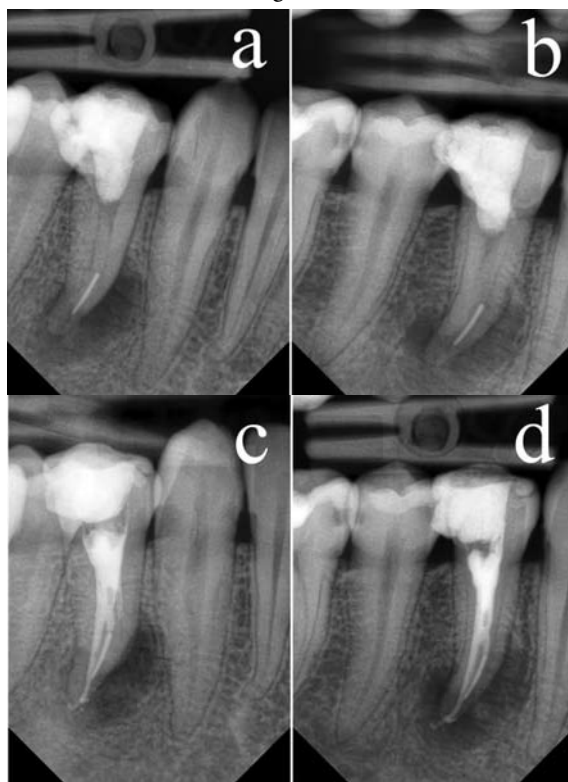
Radiografii la etapa de tratament și post obturație
